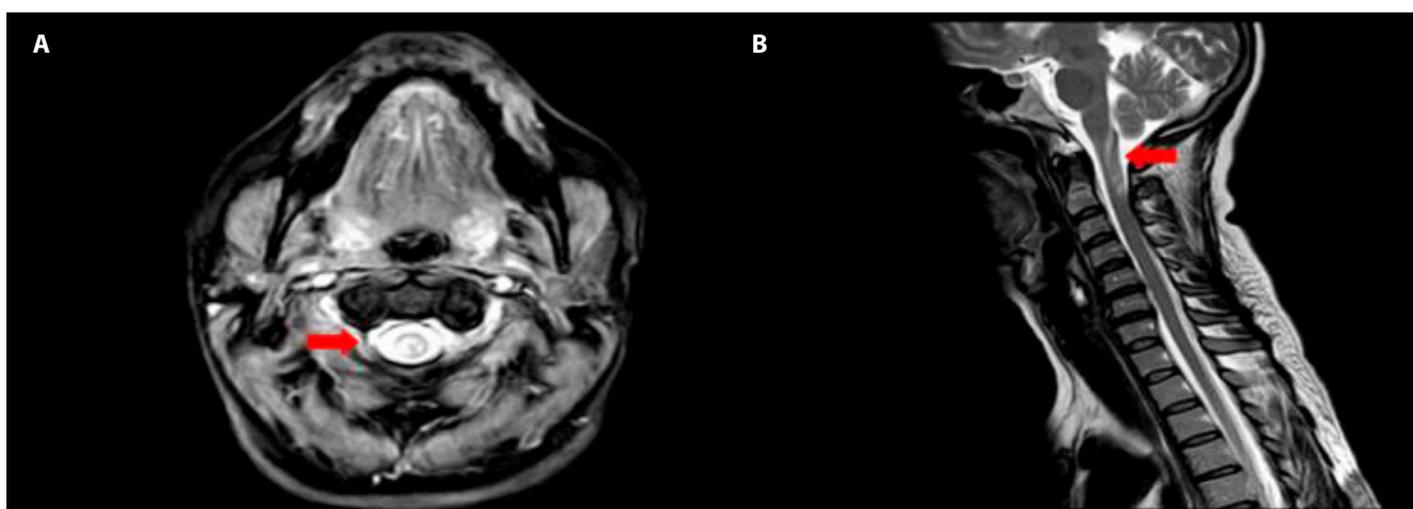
Resonancia magnética cervical en señal T2 con gadolinio. A. Se aprecia corte axial a nivel craneocervical, con señal hiperintensa en quiasma óptico (señalado con flecha roja). B. Se aprecia corte sagital con señal hiperintensa medular posterior a nivel de C1 y C2.
